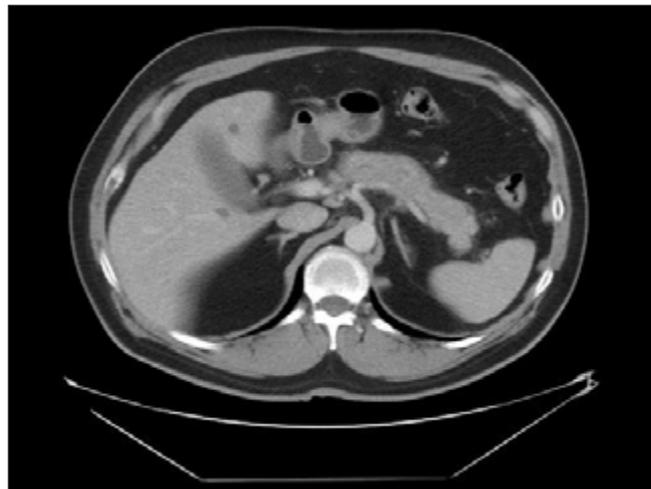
Angio-TAC addominale. Formazione nodulare solida ipervascularizzata di 36x30 mm di diametro al pancreas (freccia).
